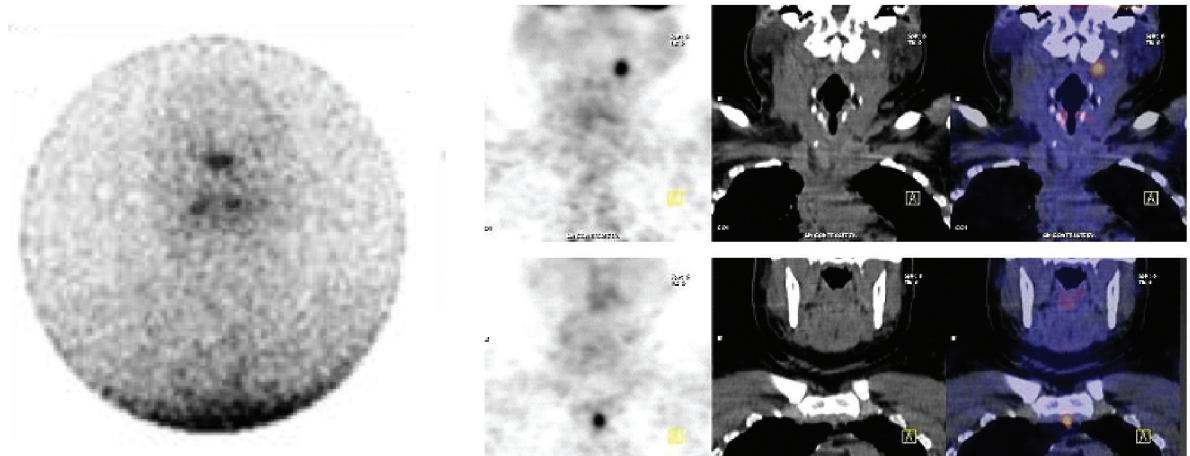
Paciente de 36 años sexo femenino operado de Ca papilar en el 2003 (tiroidectomía más vaciamiento bilateral de cuello) y 200 mCi de Iodo 131. Recidiva en el 2005 mediastinal. Cirugía y 200 mCi. En 2007 presenta aumento de la Tiroglobulina (14 ng/ml) y rastreo con 200 mCi de ¹³¹I negativo (Izquierda). PET-TC-FDG recidiva en cuello y mediastino (derecha). Hospital Italiano, Buenos Aires, Argentina.
